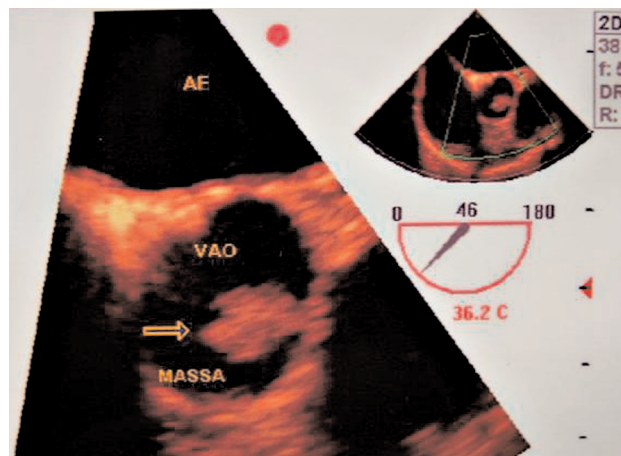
Imagem de ecocardiograma transesofágico multiplano a 46° evidenciando lesão pediculada heterogênea, com bordos definidos e aderida ao folheto da valva aórtica (seta). (Foto cedida pelo Serviço de Cirurgia do InCor HCFMUSP.)
